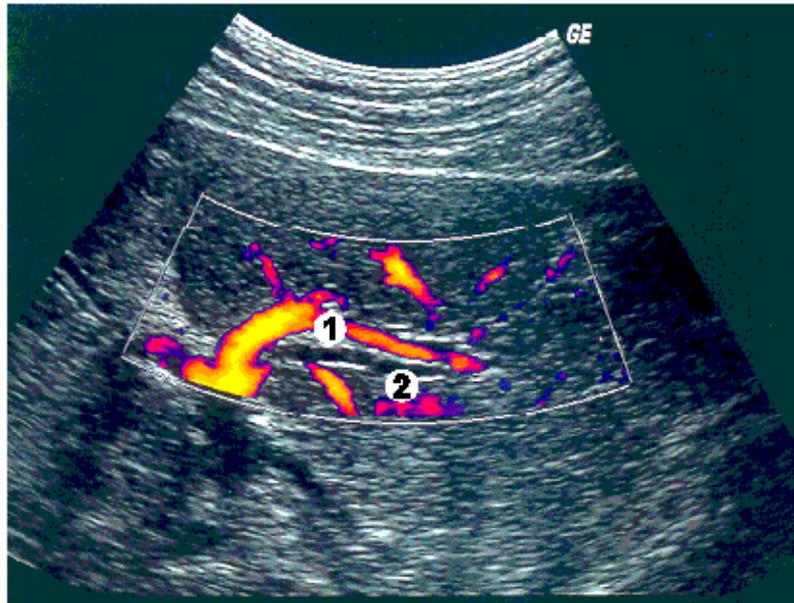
УЗИ печени в режиме цветного доплеровского картирования 1 – ветвь воротной вены. 2 – расширенный внутрипеченочный желчный проток
